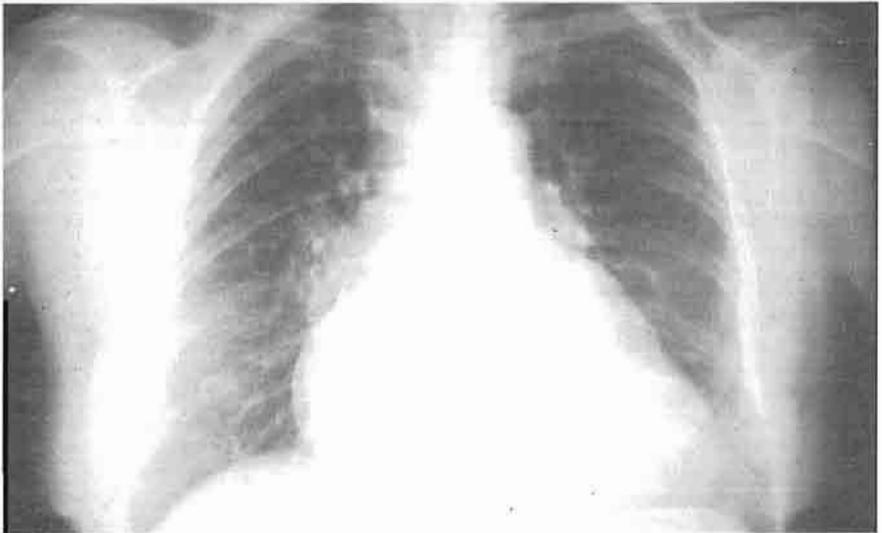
Radiografía de una paciente de 50 años con estenosis mitral evolucionada e insuficiencia tricuspídea funcional. Cardiomegalia a expensas de cavidades derechas y aurícula izquierda. Tercer arco izquierdo prominente y largo al sumarse la dilatación del tronco de la pulmonar (hipertensión arterial pulmonar), arco inferior derecho muy prominente por dilatación de la aurícula derecha, apreciándose la aurícula izquierda como una zona de mayor densidad (doble contorno). Circulación pulmonar aumentada por hipertensión venocapilar y arterial pulmonar.
